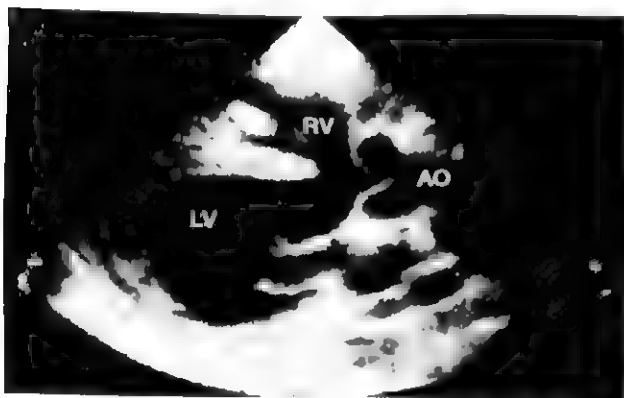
法洛四联症的左心长轴切面二维超声心动图表现
